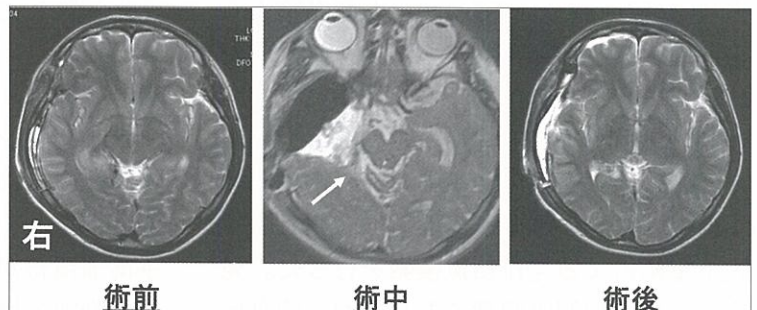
術中・術後MRI：海馬傍回後端の残存病巣を確認(矢印)後、摘出を追加した。病巣は全て摘出されている。
